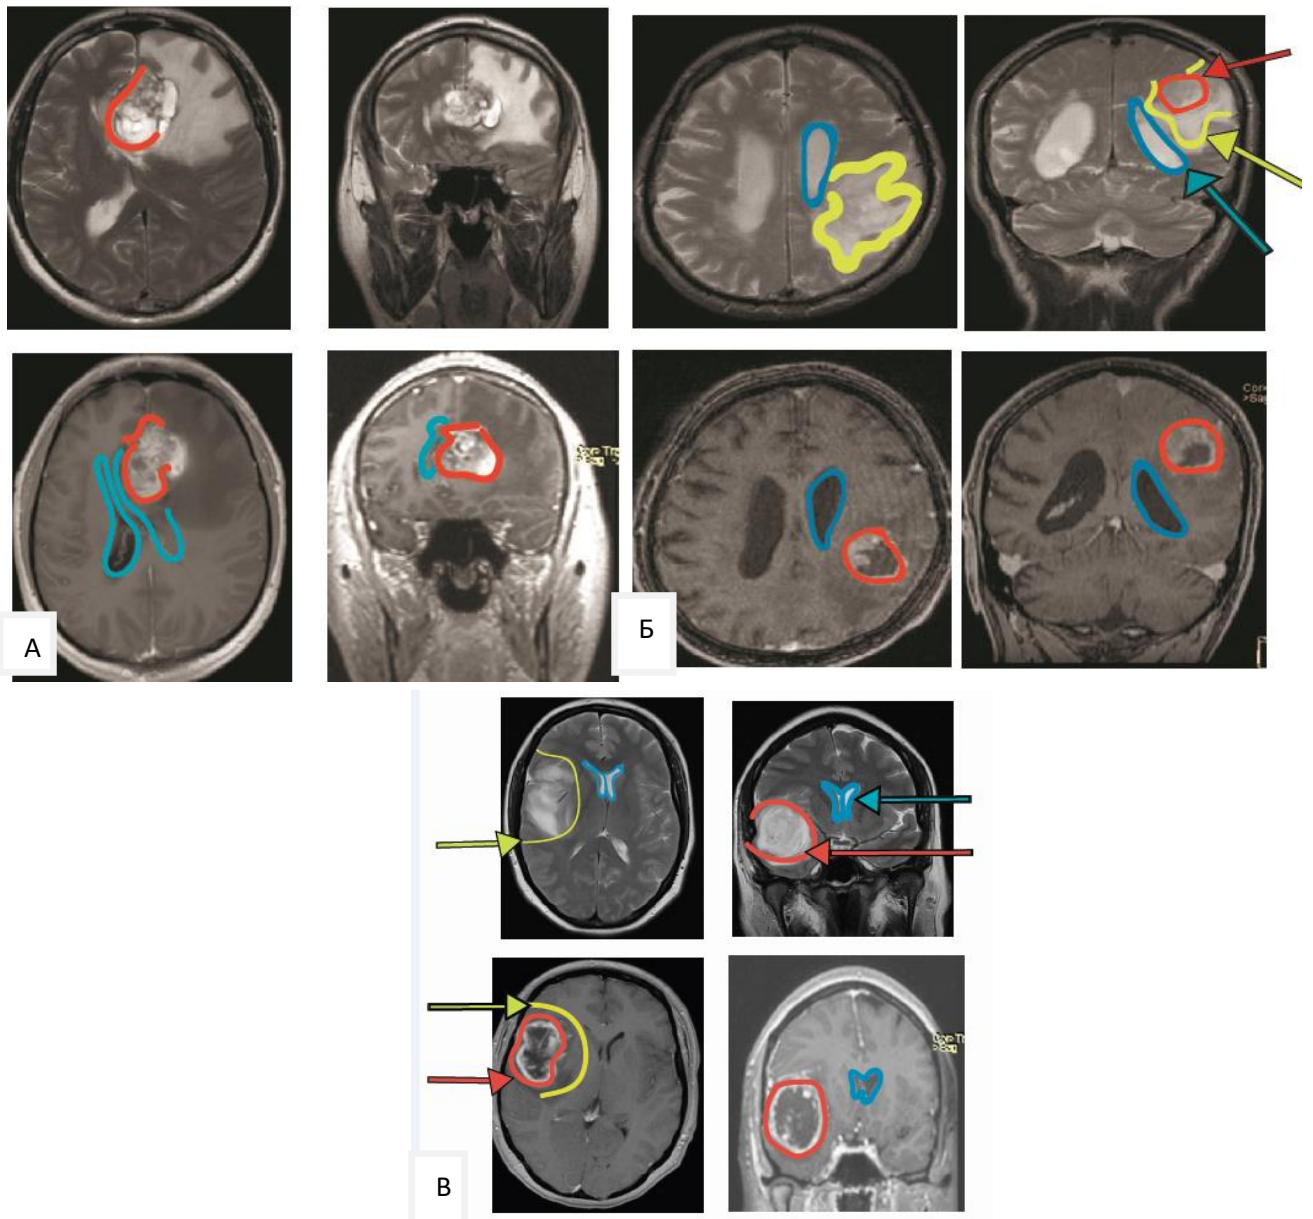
МРТ головного мозга (T1 и T2-FLAIR ВИ, аксиальные и коронарные срезы):
